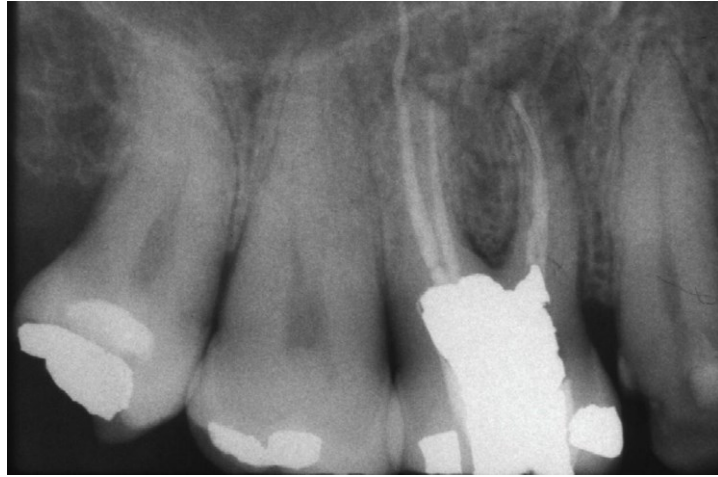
Radiografía inicial (1988)
